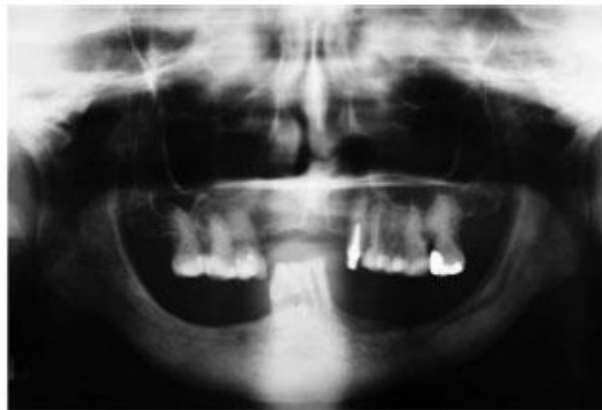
Radiografía evidenciando la eliminación ósea y la exodoncia en un paciente con osteonecrosis mandibular.
